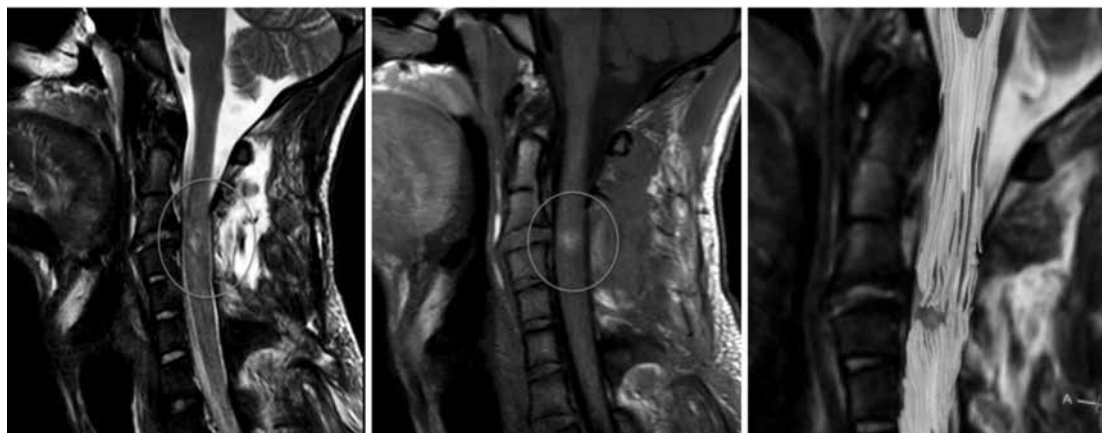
МРТ шейного отдела спинного мозга
